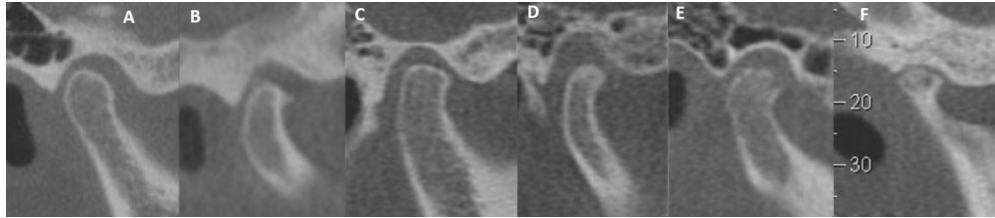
Cortes sagitales oblicuos de ATM en máxima intercuspidadación (MIC). La morfología del cóndilo se clasificó en A) sin cambios óseos; B) osetofito; C) aplanamiento; D) esclerosis; E) erosión y F) pseudodquiste. Imagen tomada de Dos Anjos Pontual ML, Freire JSL, Barbosa JMN, Frazão MAG, Dos Anjos Pontual A. Evaluation of bone changes in the temporomandibular joint using cone beam CT. Dentomaxillofacial Radiol. 2012;41(1):24-29. (10)
